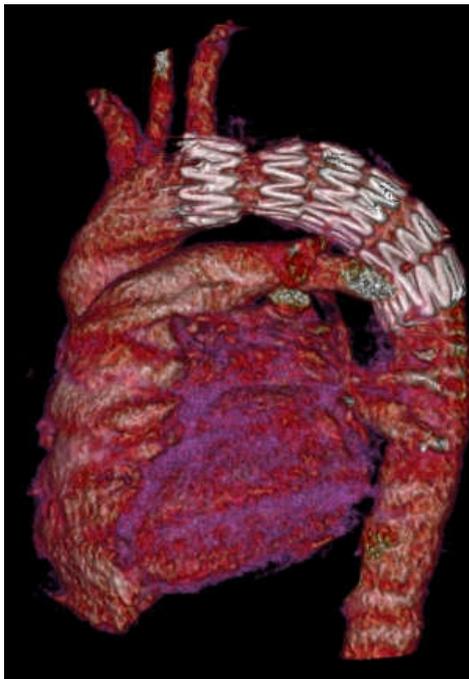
Control post colocación endoprótesis. Reconstrucción 3D angio TC multicorte.
